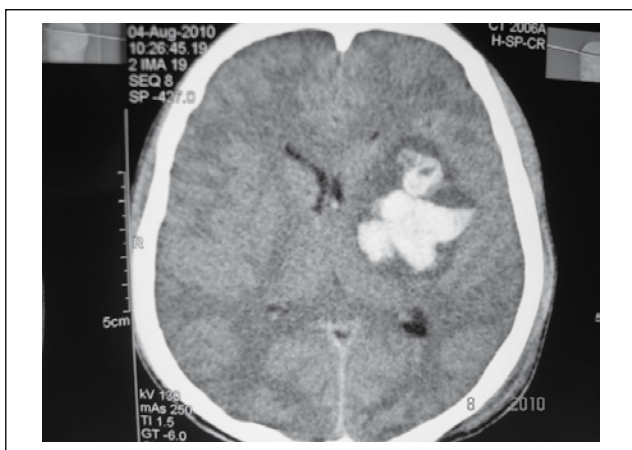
КТ- грамма пациента У-ва при поступлении
